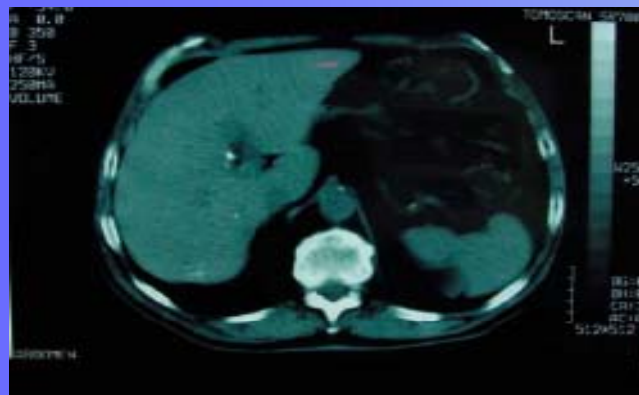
Computed tomography (CT) scan of same patient from Fig. 1, 25 months after first CT scan showing major response was normalization of -fetoprotein level (from 573 to 5 ng/mL). He had received three combined treatments.
